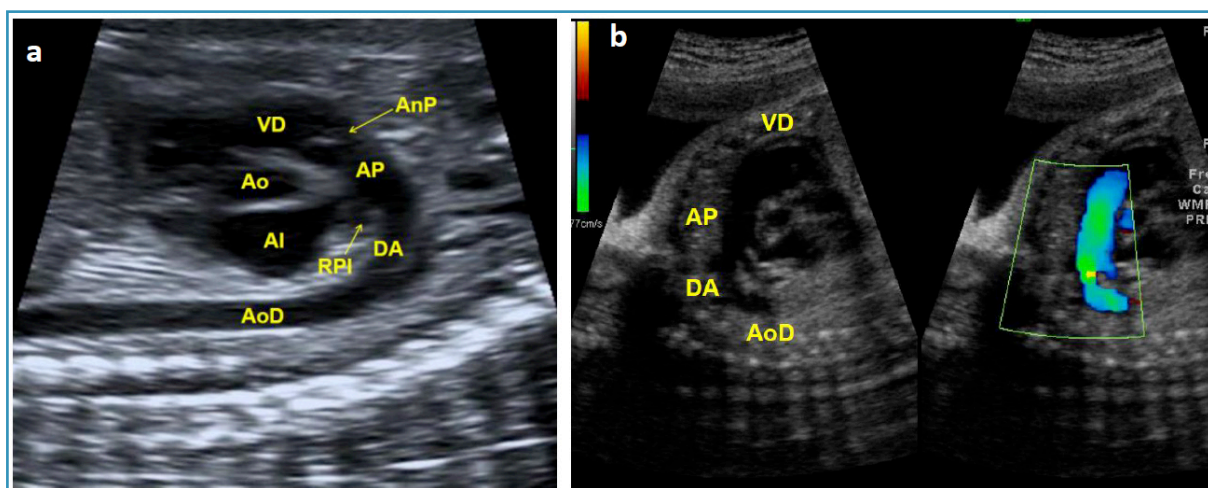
a. Arco ductal. Más plano y anterior que el aórtico, puesto que se origina en el ventrículo más anterior (derecho). Formado por: AP: arteria pulmonar, DA: *ductus* arterioso y AoD: aorta descendente. AI: aurícula izquierda. Ao: aorta. AnP: anillo pulmonar. VD: ventrículo derecho. RPI: rama pulmonar izquierda. b. Doppler color del arco ductal en el que se observa la continuidad de la AP con la AoD a través del DA. El Doppler color permite evaluar la integridad del arco, su permeabilidad y la dirección del flujo (anterógrado, normal).
